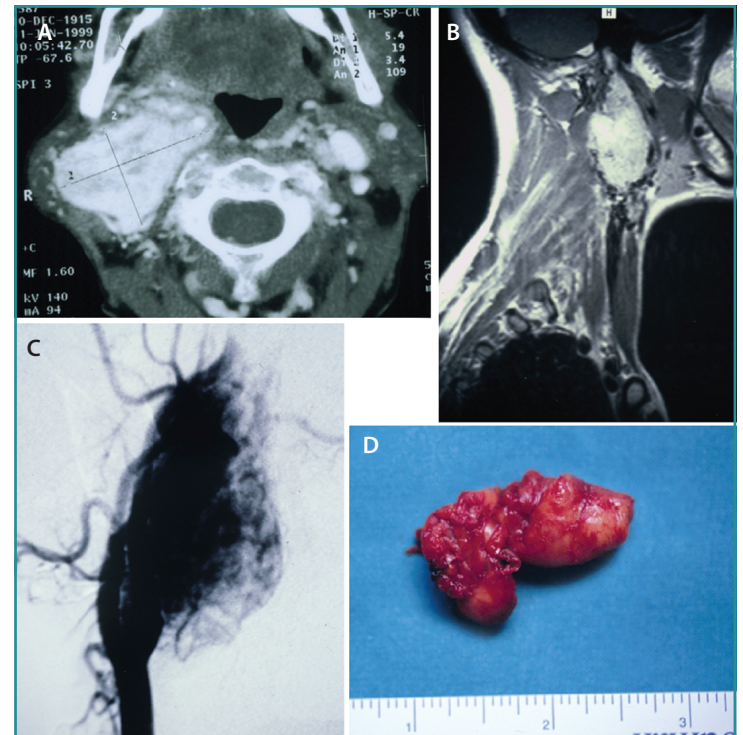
Glomus carotídeo. (A) TC cervical axial. (B) RM cervical sagital. (C) Arteriografía carotídea. (D) Pieza de extirpación quirúrgica.
